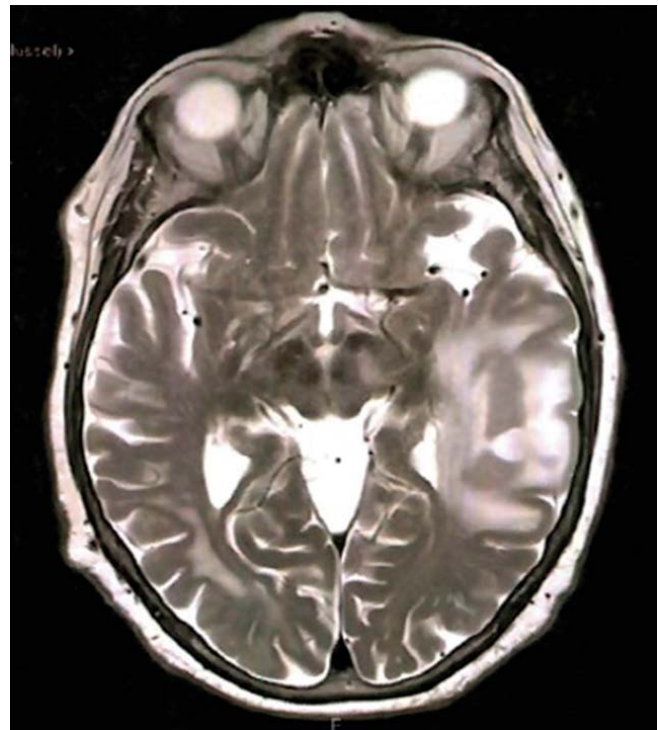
MRI of the brain, showing a diffuse tumor infiltration in the left temporo-occipital region.
